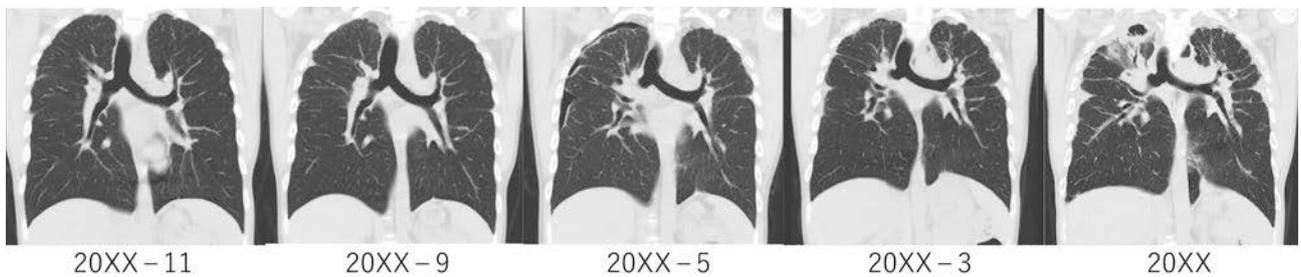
Progression of chest X-ray findings from 20XX-11 to 20XX.
